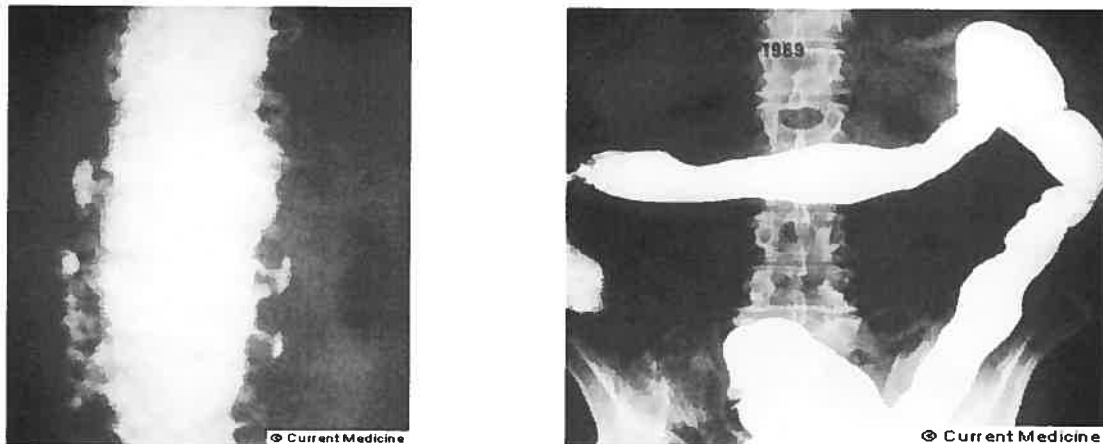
Apparence radiographique de la colite ulcéreuse sévère (A) et de la colite ulcéreuse chronique (B). A, Le lavement baryté révèle une muqueuse gravement endommagée et marquée par des ulcérations et des projections digitiformes causées par la colite ulcéreuse. B, La colite ulcéreuse chronique est caractérisée par un rétrécissement du côlon et la disparition des haustrations coliques, ce qui donne au côlon un aspect tubulaire (www.gastroatlas.com).
